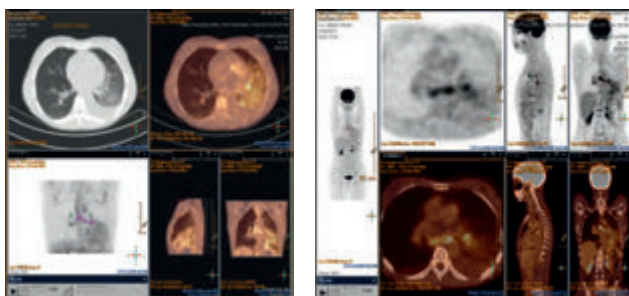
Tomografia por emissão de positrões (PET-TC): visualização de aumento do metabolismo em gânglios infra-carinais que se prolongam e envolvem o hilo pulmonar esquerdo. Nas imagens iniciais, apresentam SUV máximo=5,6 e nas imagens tardias aumentam para 6,8. No lobo inferior esquerdo, visualiza-se aumento do metabolismo em área que corresponde a infiltrado pulmonar irregular, com SUV máximo=3,9 no estudo inicial e que aumenta para 5,5 no estudo tardio. Existe derrame pleural esquerdo, sem captação de radiofármaco.
